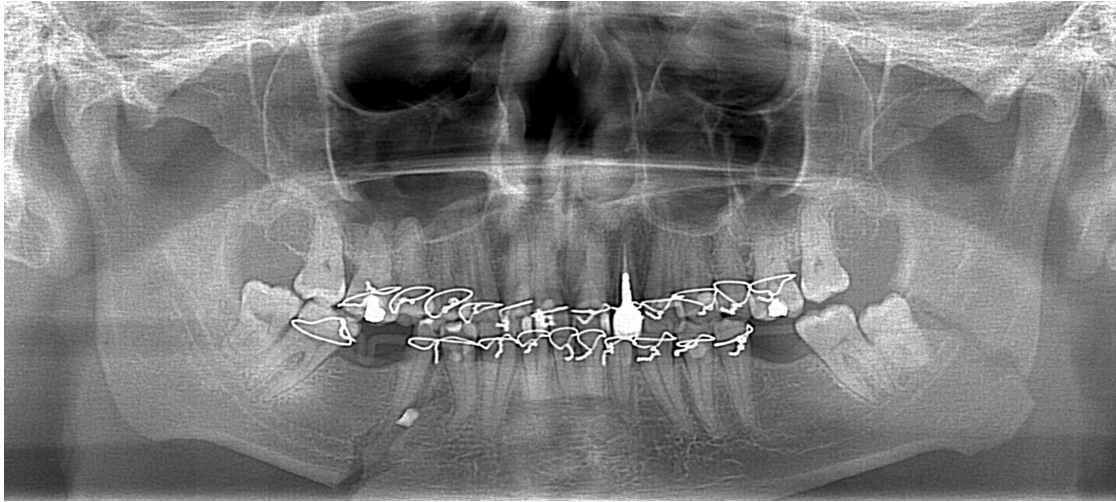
Ортопантомограма хворого Т. від 18.06.08. Визначається двобічний перелом нижньої щелепи в ділянці тіла справа та кута зліва
